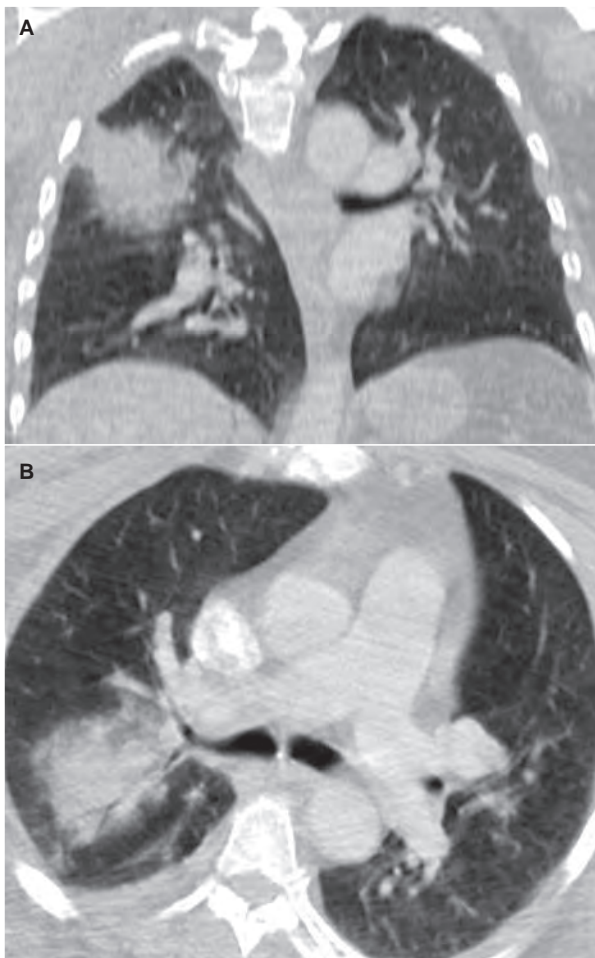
Tomografía computada de tórax en ventana pulmonar que muestran condensación de lóbulo superior derecho, corte axial (A) y corte coronal (B)
